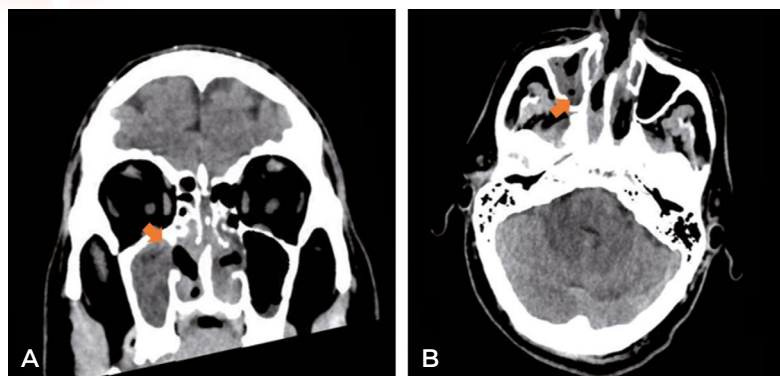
Tomografía computarizada (TC) de cráneo, corte coronal (A), axial (B). Sinusitis crónica etmoido-maxilar derecha, señalada por las flechas.
